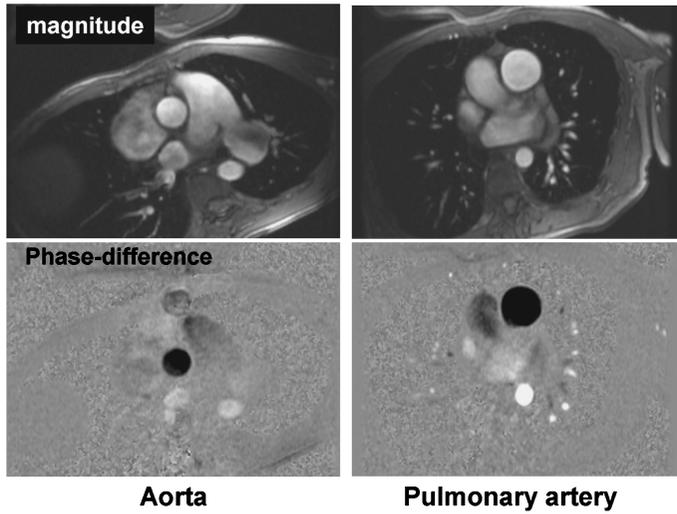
Magnitude (top) and phase difference (bottom) MR images of the aorta and pulmonary artery acquired with breath-held phase contrast cine MR sequence in an adult patient with atrial septal defect (ASD).
